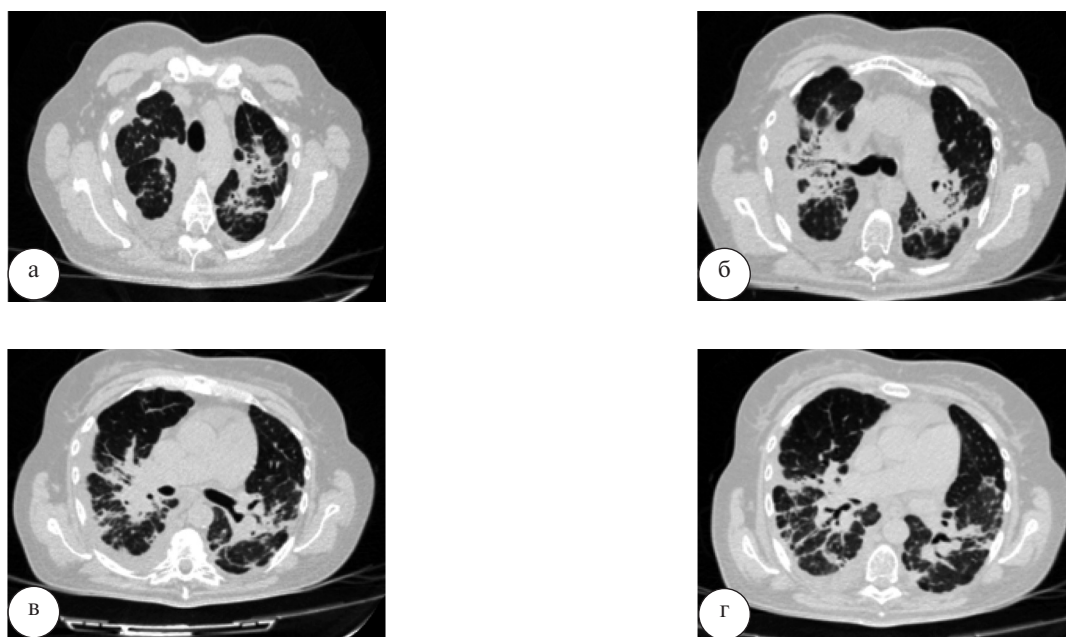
Серия КТ-срезов груди: а – верхние отделы легких; б, в – средние отделы легких; г – нижние отделы легких
